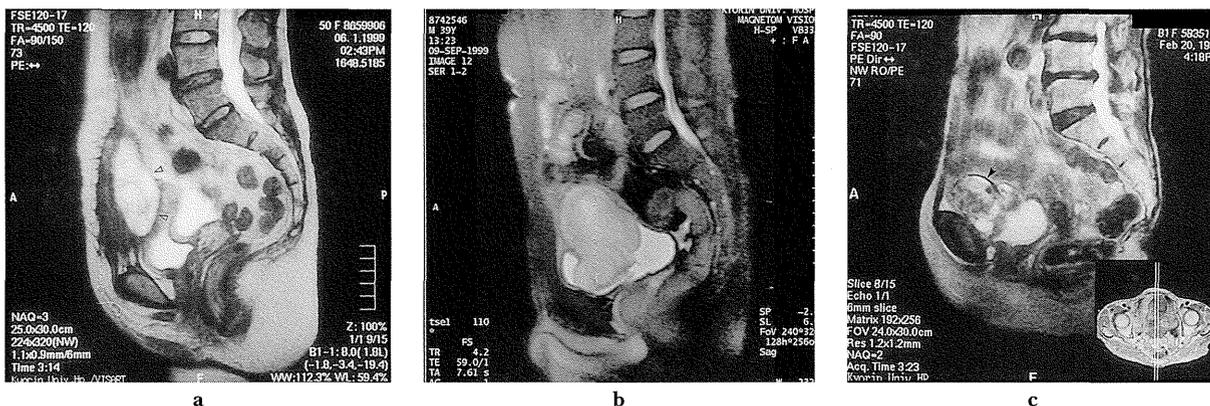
Sagittal T2-weighted abdominal MRI image. a) Case 5 shows a high intensity homogeneous urachal inflammatory granuloma (white arrowhead). b) Case 8 shows a high intensity homogeneous urachal pseudosarcoma. c) Case 14 shows an iso-high intensity heterogeneous urachal cancer (black arrowhead).
